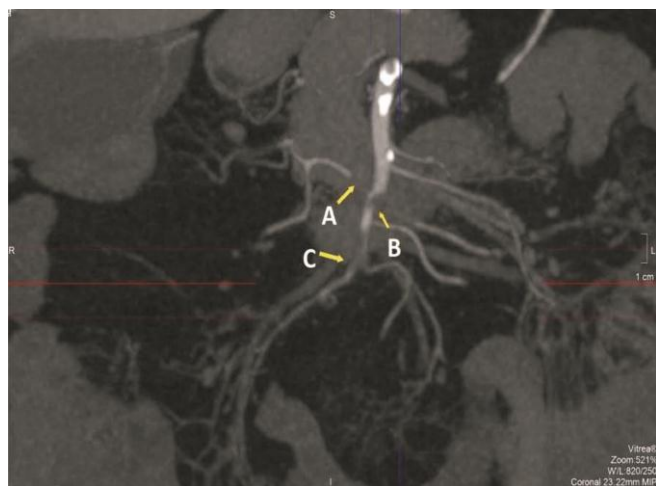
МСКТ ангиография брюшной полости: А – субокклюзия *a. colica media*, В – субокклюзия 1-го сегмента ВБА, С – субокклюзия 2-го сегмента ВБА
